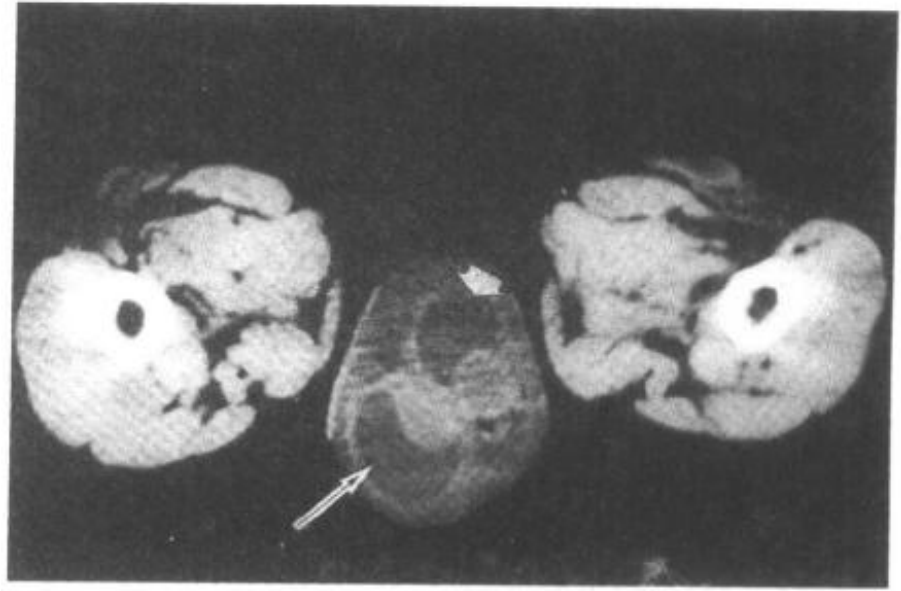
双侧睾丸鞘膜积液 CT 表现 (↑)
